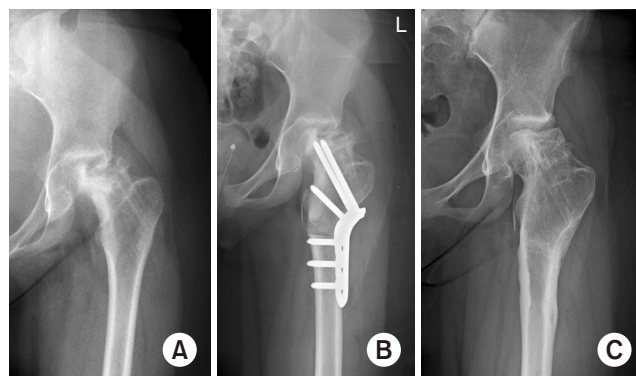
(A) Anteroposterior radiograph of the 11-year-old girl who developed avascular necrosis after a femur neck fracture. (B) Vagus osteotomy and internal fixation with plate were performed. (C) Five years postoperative radiographs that demonstrate partial remodeling of the femoral head.
